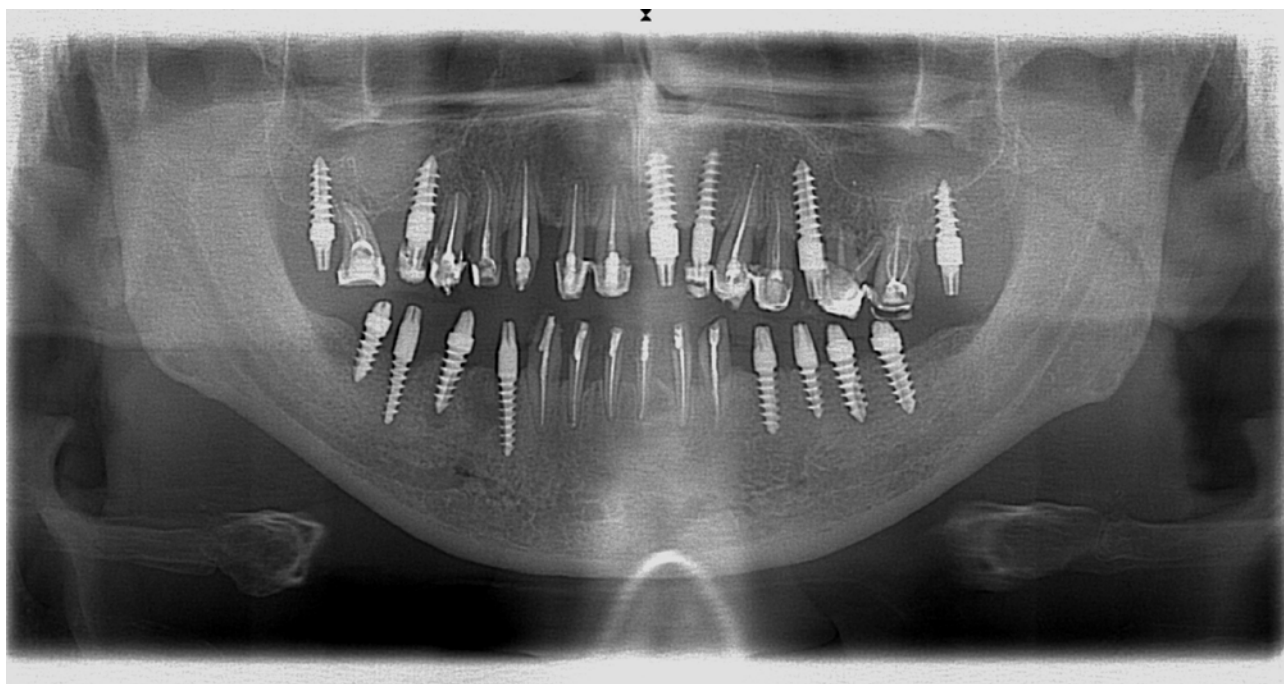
Рентгенограмма пациента перед протезированием.
